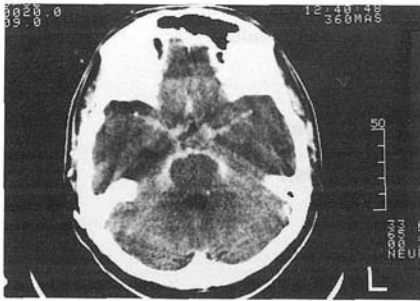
TAC que muestra captación intensa de medio de contraste en la cisterna preoptina y silviana bilateral (a). Después del tratamiento, disminución notable en la captación del medio de contraste (b)
